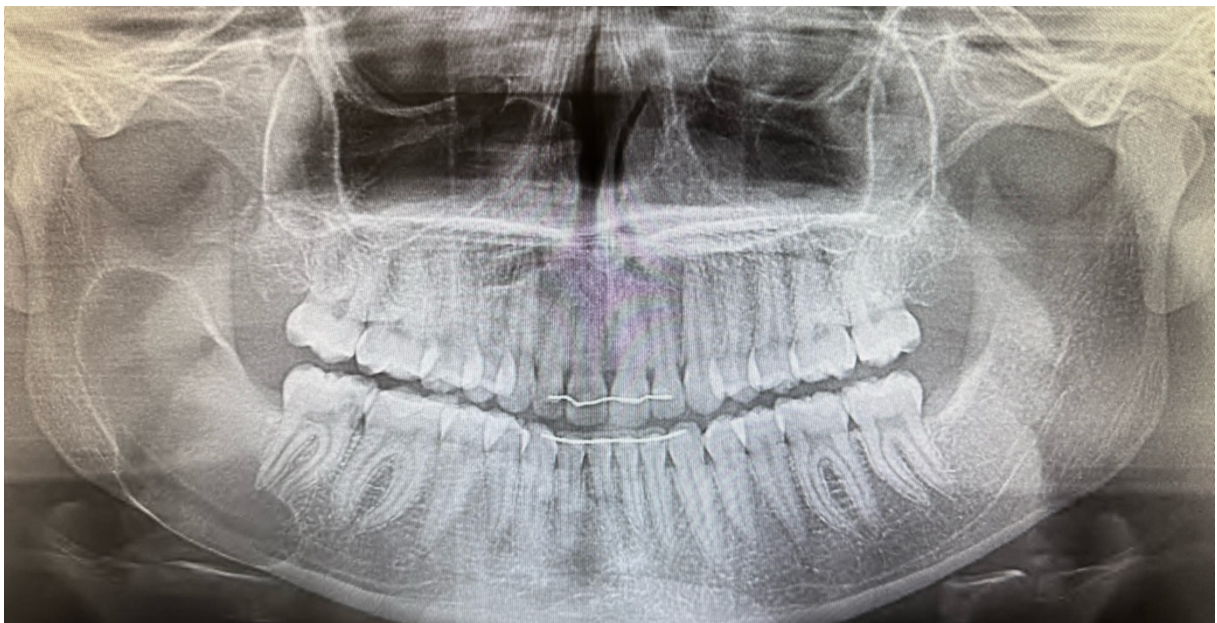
Radiographie panoramique initiale. Iconographie personnelle.
